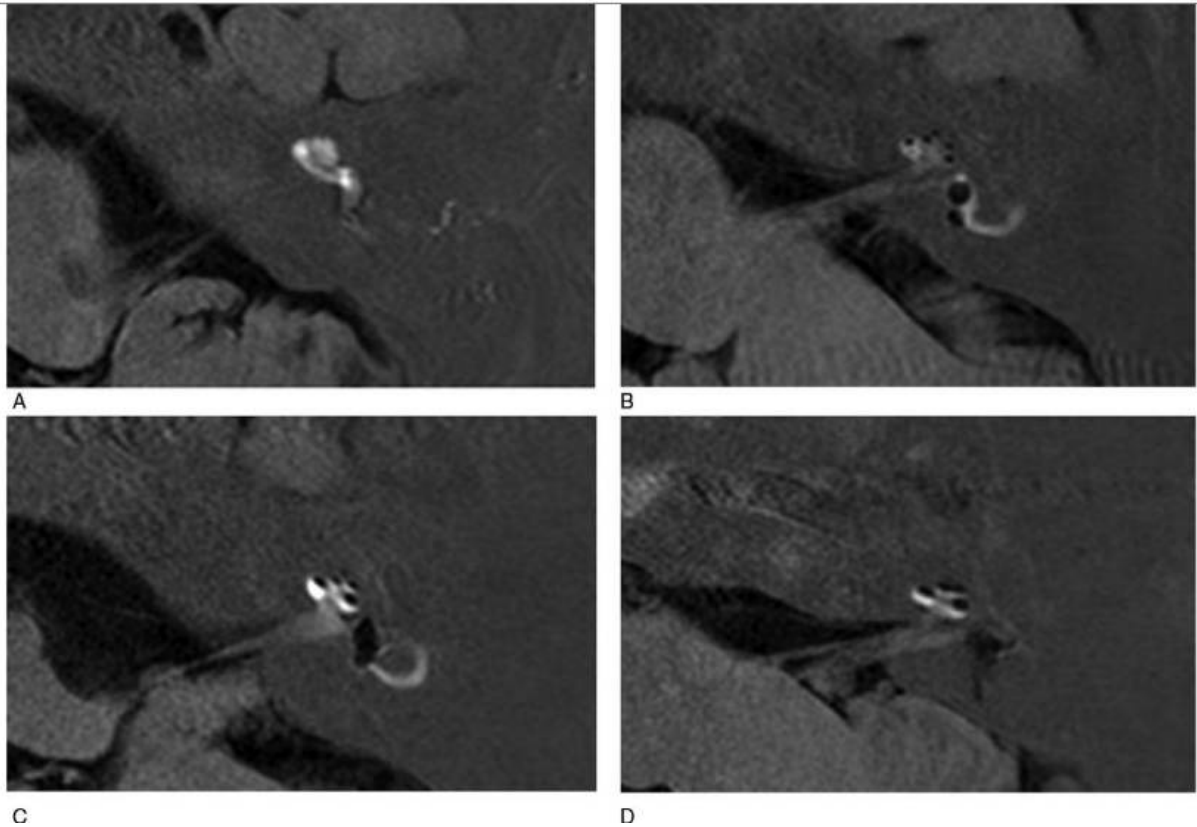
Image d'IRM montrant les stades de gravité de l'hydrops endolymphatique.
